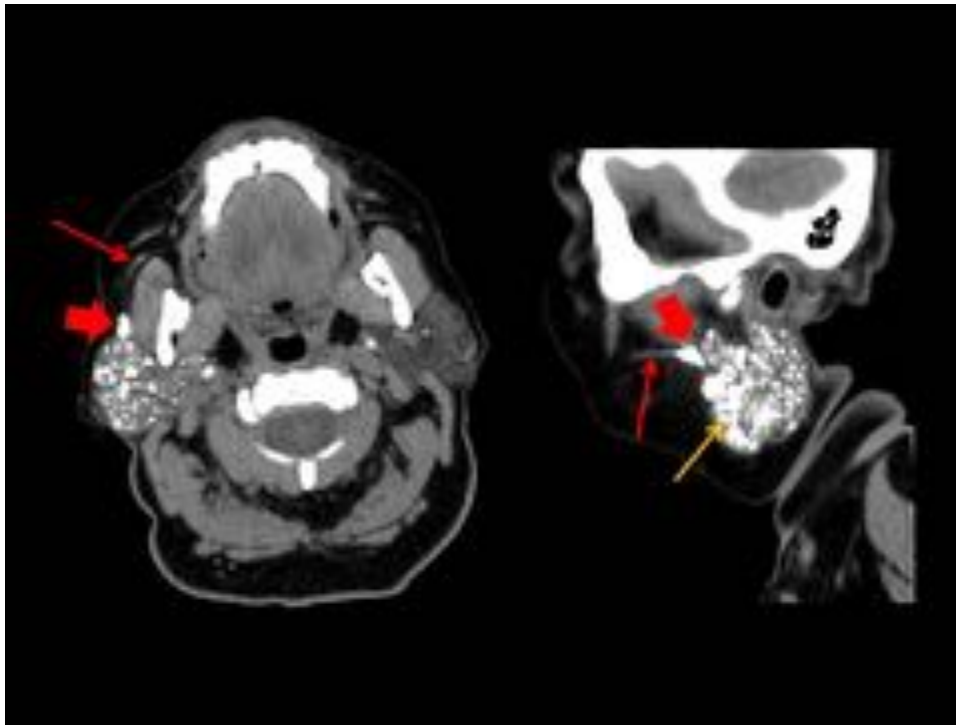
Cortes axial y parasagital de TC sin contraste realizado al paciente de la Figura 8, tras la sialografía. Observamos los restos de contraste en los conductillos glandulares, así como sialectasia (flecha gruesa) del conducto de Stenon (flecha fina) y la glándula accesoria (flecha amarilla).
